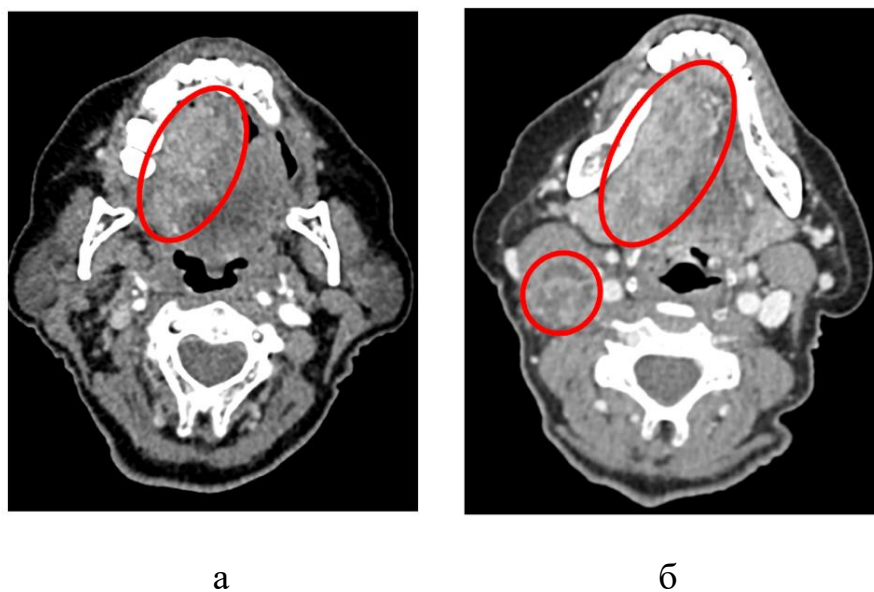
КТ-зображення пацієнта К., 46 років з діагнозом рак язика cT4aN1M0 до (а) та після (б) ІХТ. Поширеність первинної пухлини до початку терапії (а). Після двох курсів ІХТ відзначається збільшення розмірів первинної пухлини та поява збільшених лімфовузлів шії, що відповідає прогресуванню захворювання за критеріями RECIST 1.1
